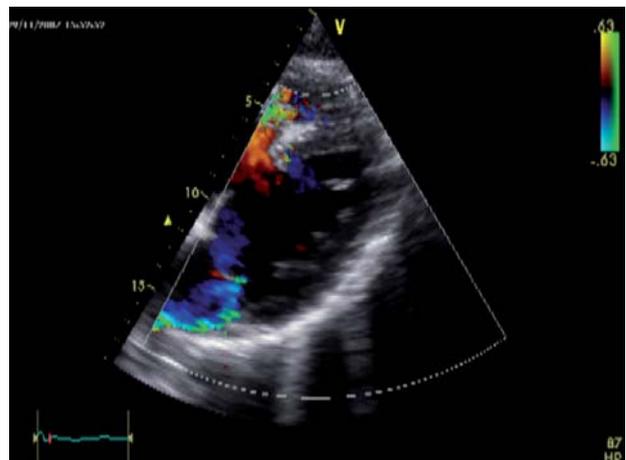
Immagine di ecocardiografia transtoracica, proiezione subxifoidea 4 camere modificata con color Doppler che mostra rottura del SIV con shunt sx-dx e rigurgito mitralico.
